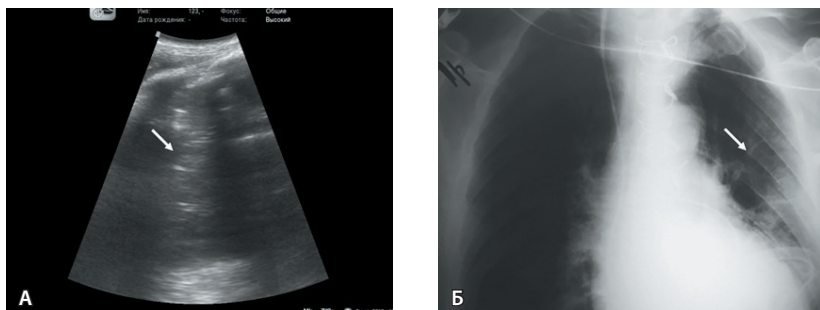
Ультразвуковая и рентгенологическая картина ателектазирования легочной ткани. На наличие дисковидных ателектазов легочной ткани могут указывать характерные ультразвуковые (А) и рентгенологические (Б) изменения
